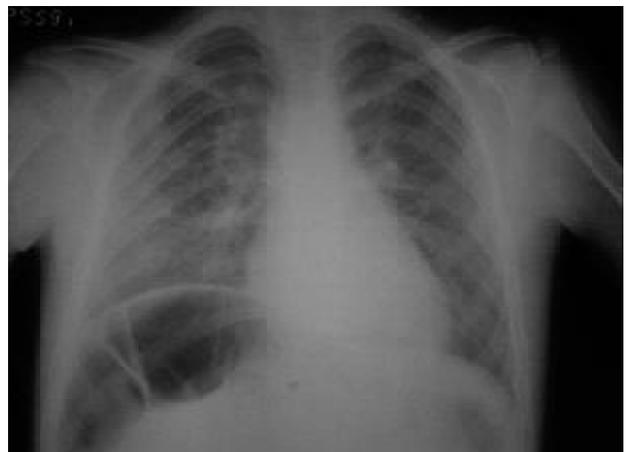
Radiografía de tórax, tomada cuando el paciente tenía 10 años de edad, donde se aprecia la presencia de asas gruesas que se interponen en la silueta hepática a nivel subdiafrágico ( Signo de Chilaiditi) que eleva ligeramente el hemidiafragma derecho.
